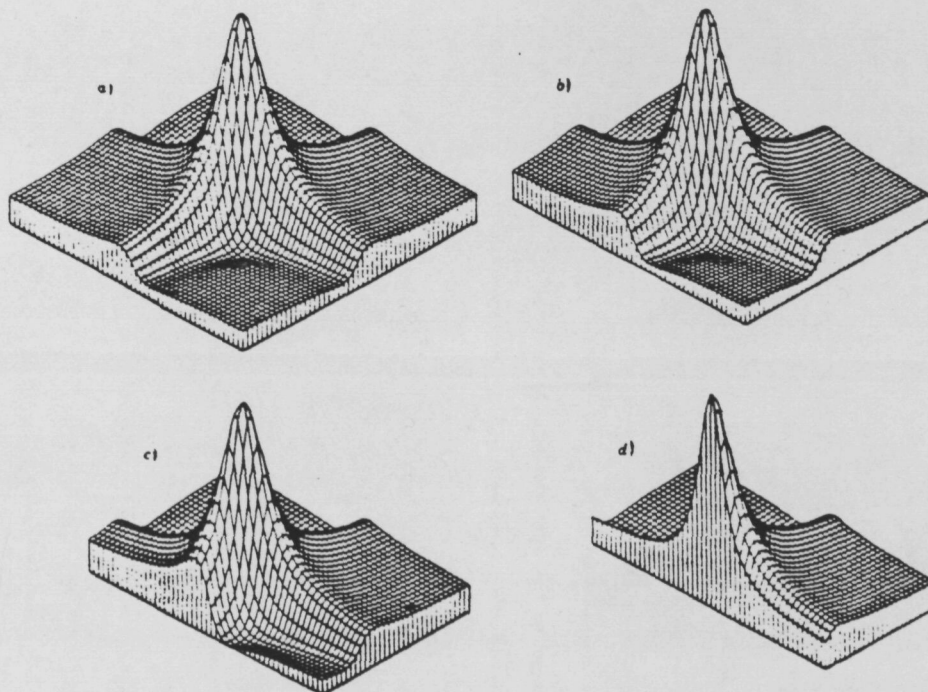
Simulació per ordinador dels senyals de forma de línia de fase torta que s'obtenen en molts experiments bidimensionals de RMN. Si es fa una secció vertical de la figura a s'obté una forma de dispersió en b i c que progressa cap a una absorció pura en d.
